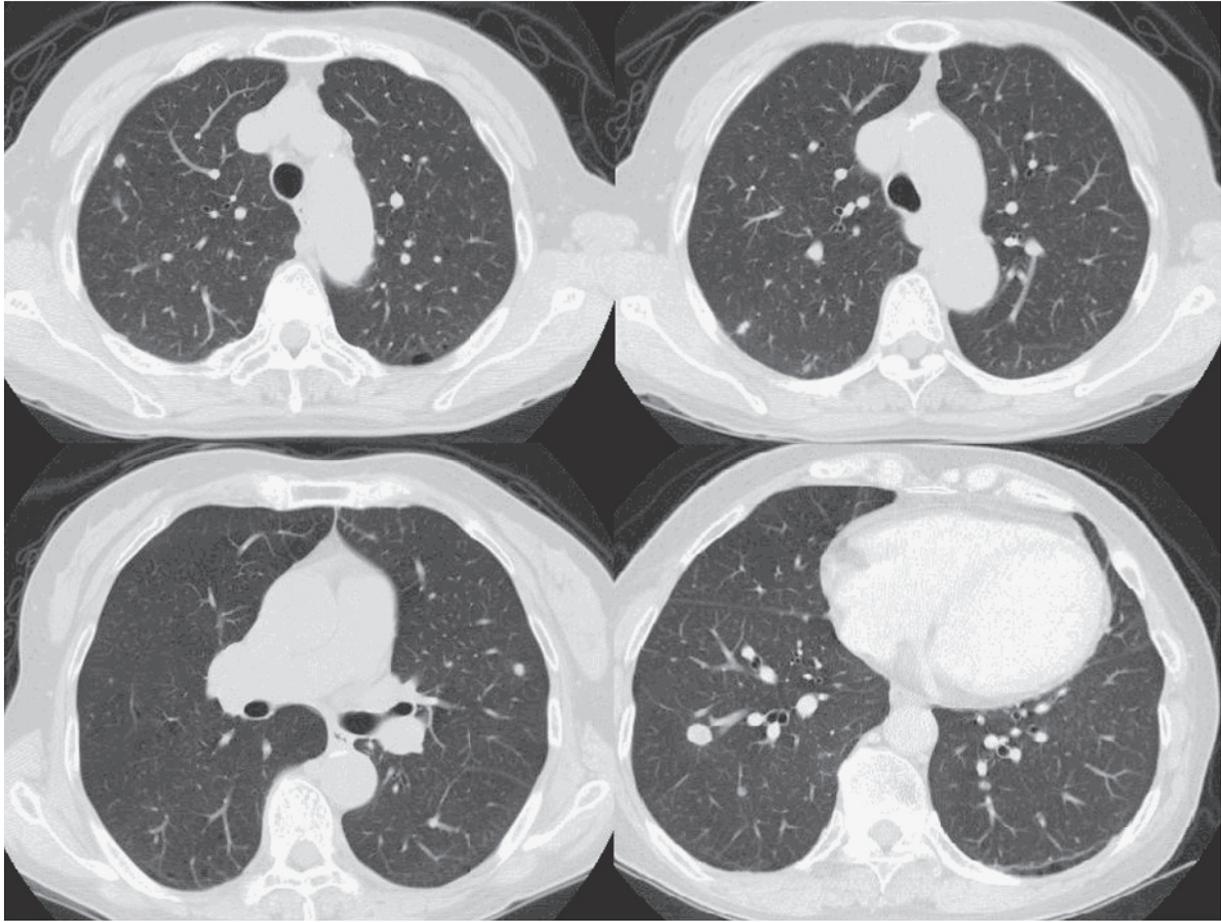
Chest computed tomography showed bilateral multiple pulmonary nodules.
